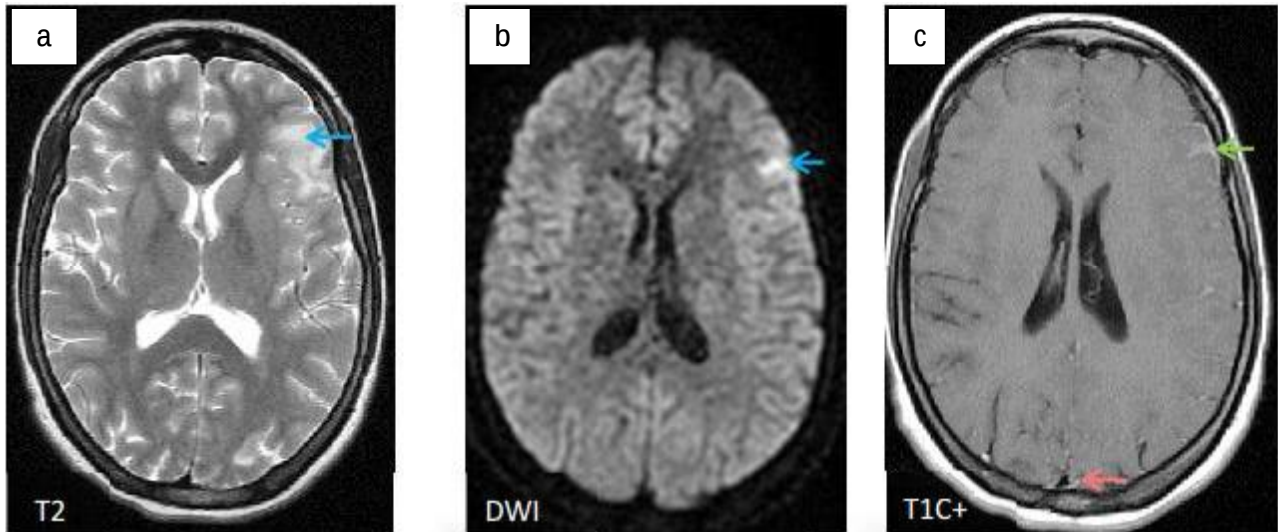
Patiente de 26 ans, admise aux urgences pour syndrome d’HTIC, une ponction lombaire faite était en faveur d’une méningite lymphocytaire. L’IRM cérébrale en coupe axiale montrant : Un œdème cytotoxique frontal gauche en hypersignal sur la séquence T2 (a) avec restriction de la diffusion (b) → et prise de contraste micronodulaire et linéaire des méninges avoisinantes → associée à une thrombose du SLS → en séquence T1 injectée. Etiologie retenue : Méningite tuberculeuse.
